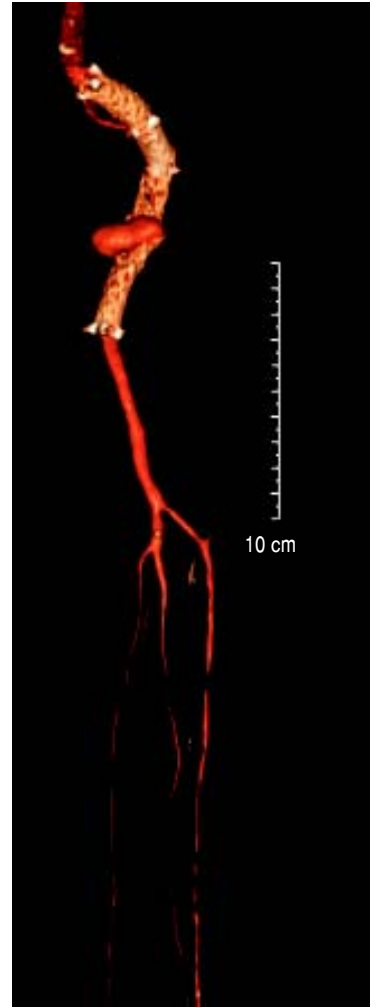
Reconstrucción tridimensional de angiotomografía. Se observa fractura de Stent en porción distal con permeabilidad de los vasos tibiales.
